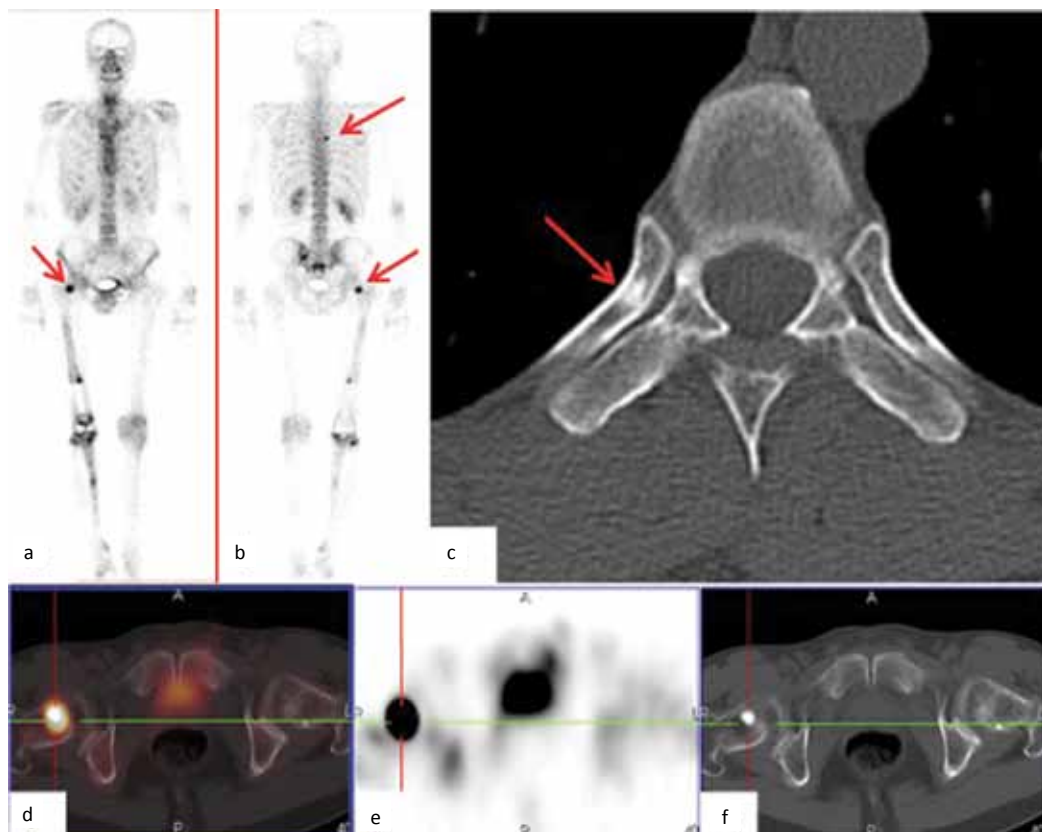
Control examination on 06.02.2014. Bone scan (a, b) and SPECT/CT of pelvic, axial sections fusion (d), SPECT (e) and CT (f). Increased accumulation of the radiopharmaceutical in the right femur (arrow). On CT, a lesion of bone destruction with a high level of accumulation of (7500 %, 958 HU). Progression of the underlying disease II. An additional focus of radiopharmaceutical hyperaccumulation in the anatomical projection of the right half of Th7. On the axial cuts on CT (c) 07.02.2014, suspicion on metastasis in the head of the 7th right rib
